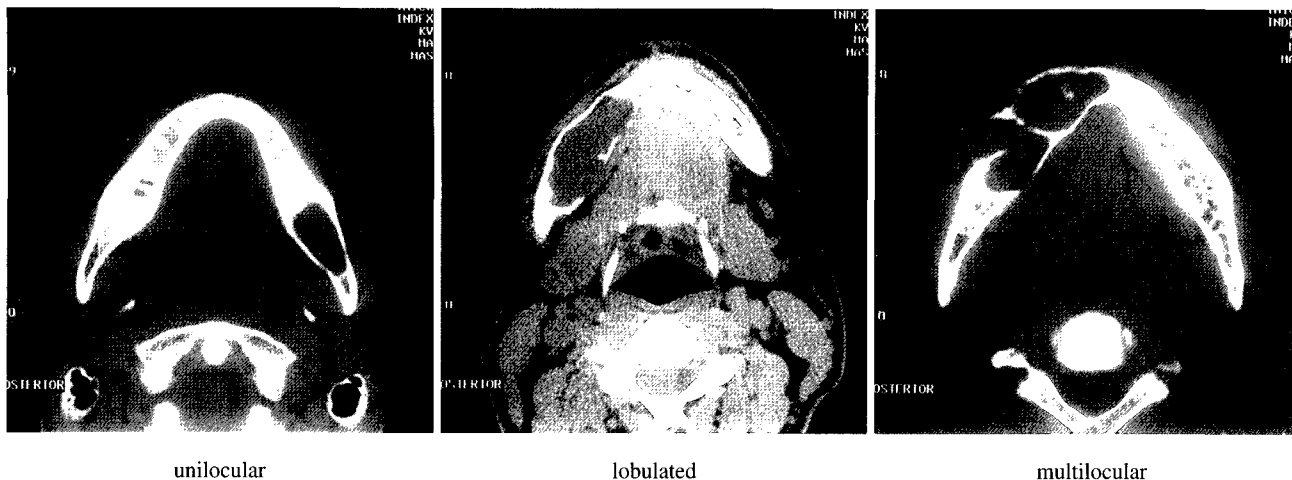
Examples of the each CT pattern of the lesion are shown.
